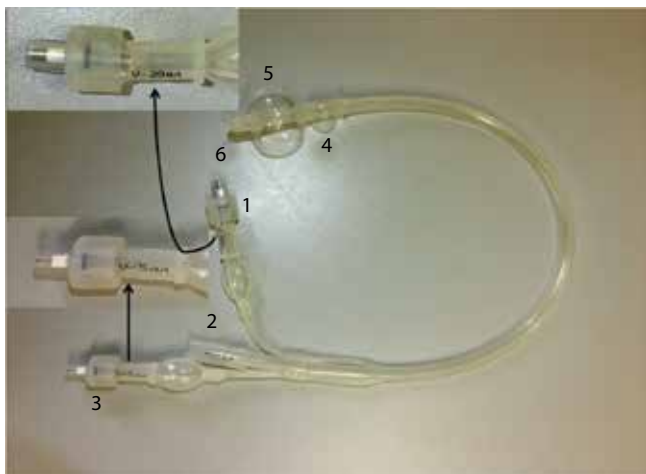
Опытный образец новой модели урологического катетера, 18 Fr, общий вид [14]: 1 – клапан для раздувания основного баллончика; 2 – выходное отверстие для отведения мочи; 3 – клапан для раздувания дополнительного баллончика; 4 – дополнительный баллончик (для лучшей визуализации в полость баллона введено 3 мл физиологического раствора); 5 – основной баллончик (для лучшей визуализации в полость баллона введено 10 мл физиологического раствора); 6 – рентгеноконтрастный конец уретрального катетера
